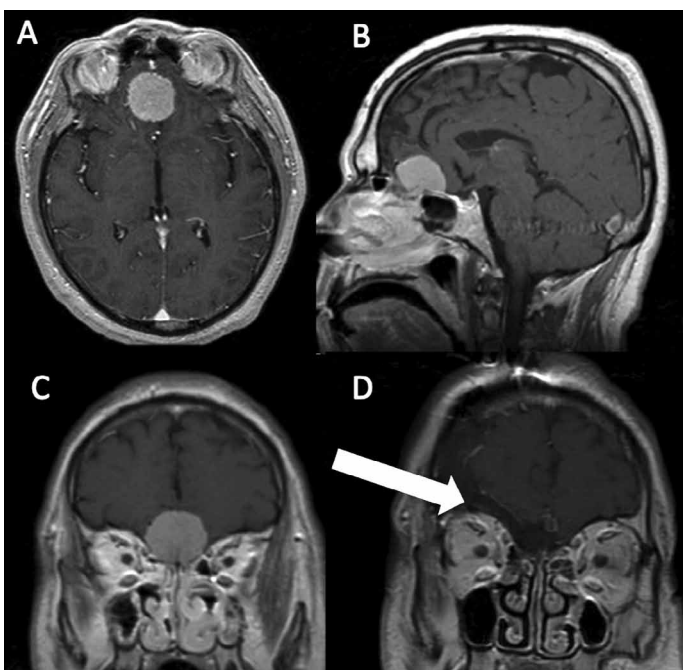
МР-томограммы пациента с ольфакторной менингиомой, оперированный с использованием правостороннего птерионального доступа. А — аксиальная проекция до операции, В — сагиттальная проекция до операции, С — коронарная проекция до операции, D — коронарная проекция после операции
